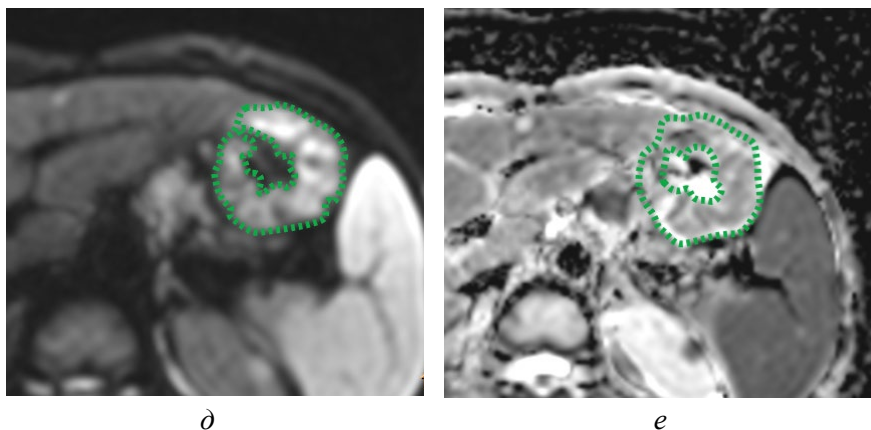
МРТ желудка. Стенка желудка не изменена. На ДВИ определяется гиперинтенсивный участок стенки по большой кривизне (зеленая линия). На ИКД-картах этот участок изоинтенсивен стенке малой кривизны желудка: а – Т2-ВИ, б – ДВИ, в – ИКД-карта, г – Т2-ВИ, аннотированное изображение, д – ДВИ, аннотированное изображение, е – ИКД-карта, аннотированное изображение [оригинальный рисунок].
